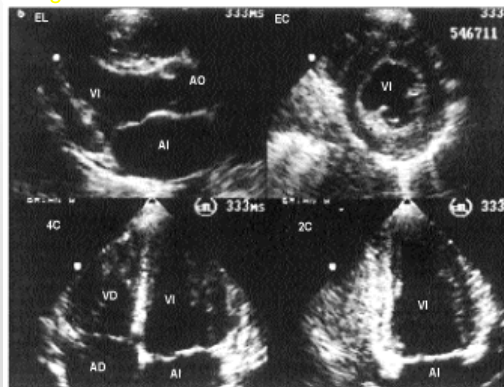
Cuatro proyecciones corrientemente usadas en la ecocardiografía bidimensional. EL: eje largo; EC: eje corto; 4C: 4 cavidades; 2C: 2 cavidades; VI: ventrículo izquierdo; AO: aorta; AI: aurícula izquierda; VD: ventrículo derecho; AD: aurícula derecha. (De Feigenbaum, H: Echocardiography, 5.ª ed., Lea & Febiger, Malvern, PA, 1994; utilizado con autorización.)
